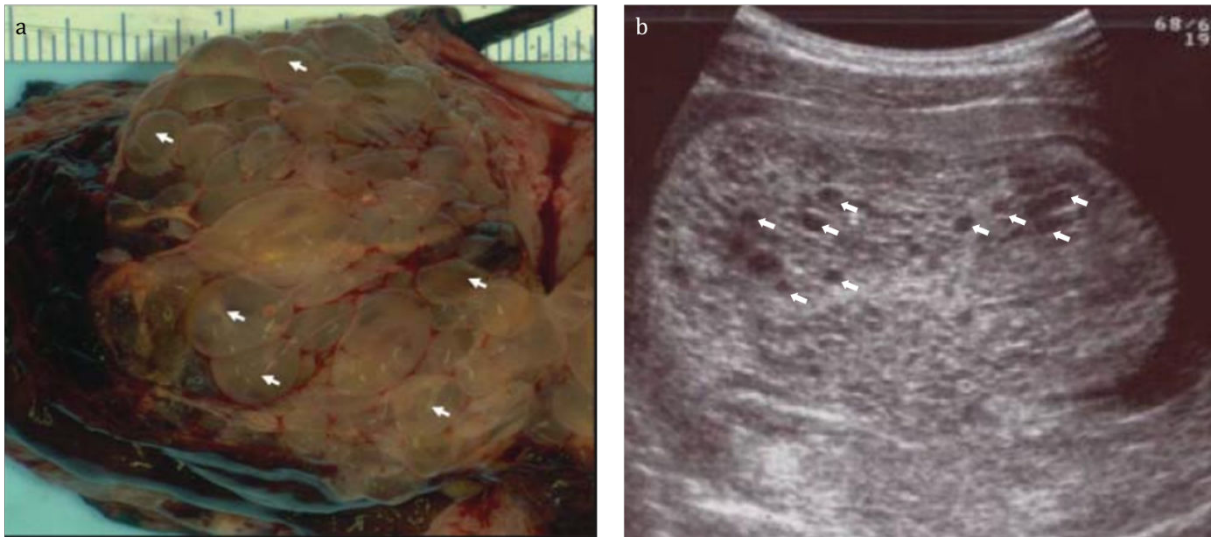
Aspect macroscopique et échographique d'une môle hydatiforme complète
